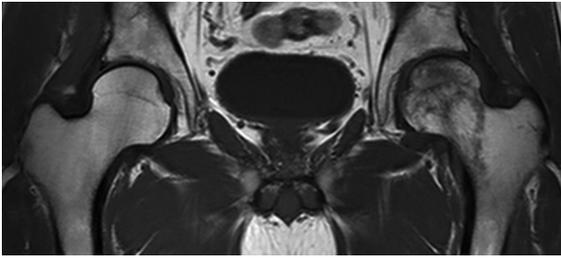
MRI T1 強調画像(ステロイド開始後 8.5 か月)
